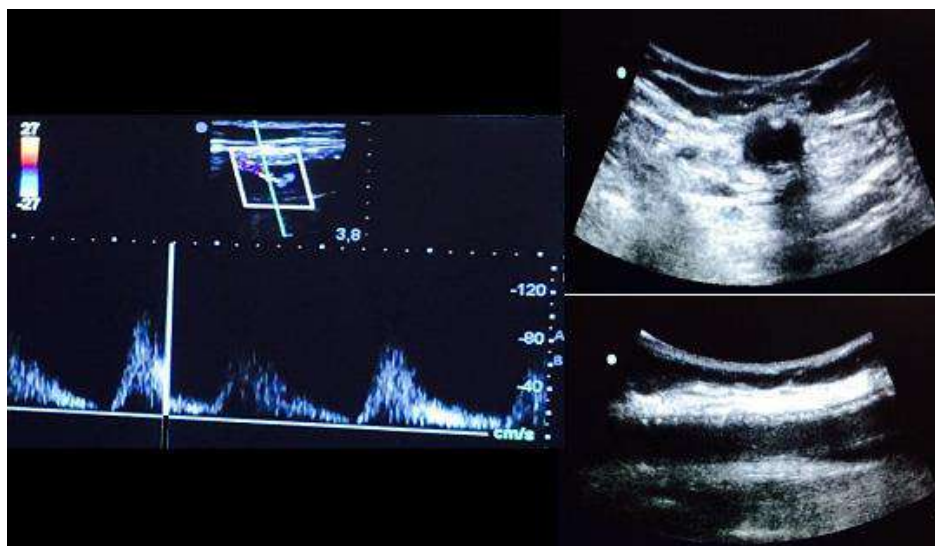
ecografías postratamiento de linfocele preprotésico. Se evidencia la desaparición de la colección y la permeabilidad de la reconstrucción.
